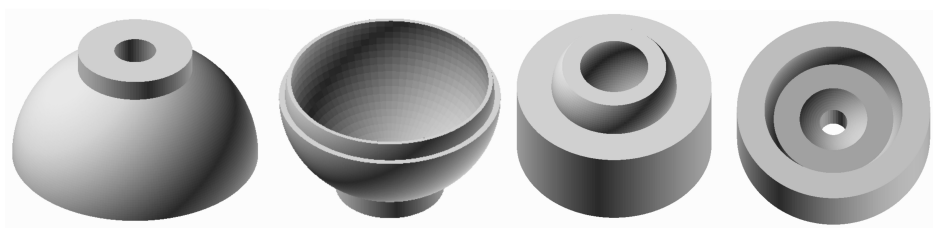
Diseño de las partes superior e inferior de las esferas para el fantoma de cuantificación PET. A la izquierda, diseño de impresión de las esferas de diámetro mayor a 1 cm. A la derecha, se muestra el diseño de esferas de menos de 1 cm de diámetro.
